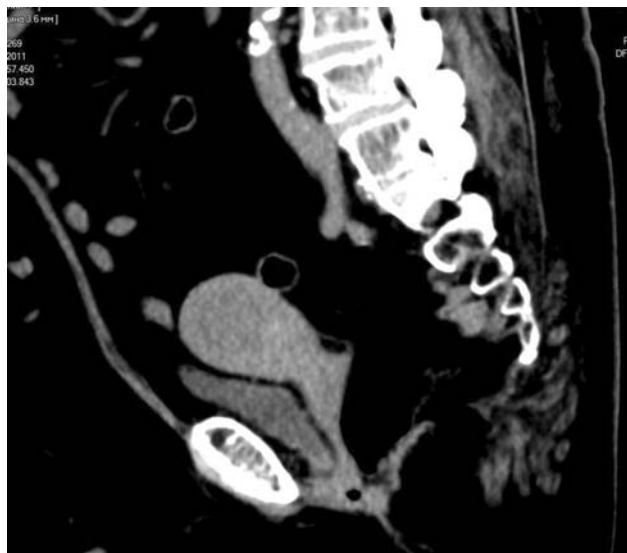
Больная Р., 62 года. Фронтальная и сагиттальная томограммы. Диагноз: саркома матки
